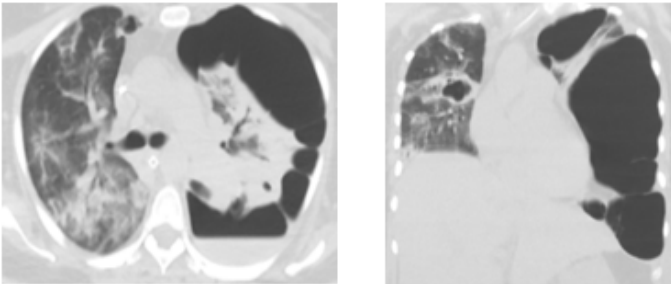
Paciente II Masculino 65 años, TAC de ingreso; infiltrado en vidrio esmerilado bilateral
